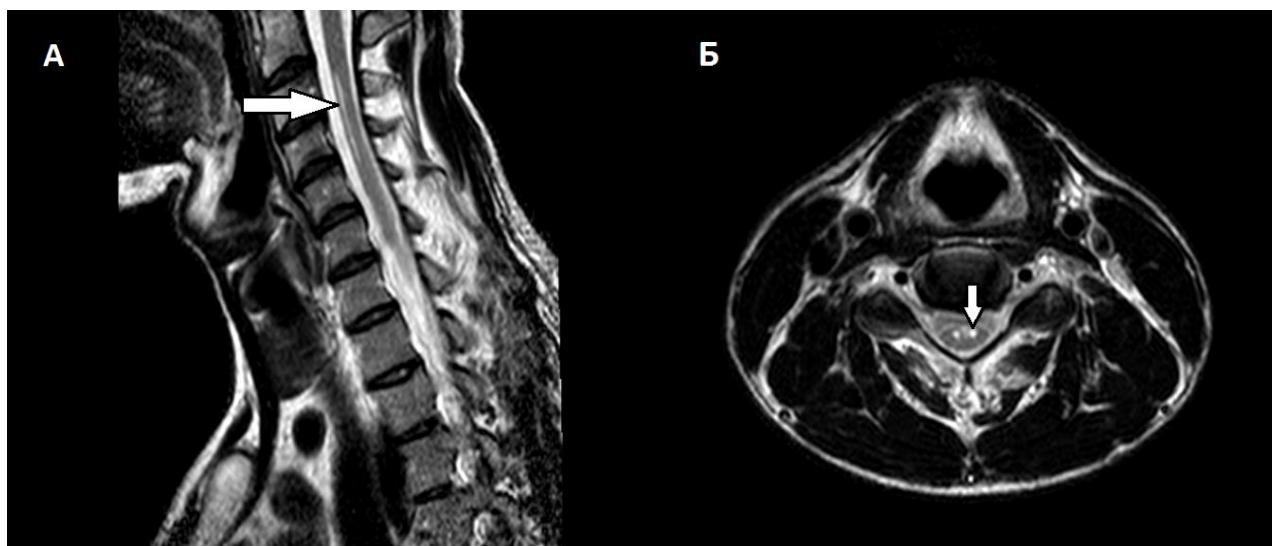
А, Б - МРТ шейного отдела позвоночника и спинного мозга в нейтральной позиции в режиме Т2 у пациента с ЦСА. Интрамедуллярно в передних рогах спинного мозга с обеих сторон на уровне С3-С4 позвонков очаги повышенной интенсивности МР-сигнала в режиме Т2 – симптом «глаз змеи» на аксиальной проекции (Б) и в виде протяженного очага (до 3,5 см) повышенной интенсивности сигнала в режиме Т2 в сагиттальной проекции (А); С - МРТ шейного отдела позвоночника и спинного мозга с функциональной пробой (максимальное сгибание) - данных за сужение дурального мешка и расширения эпидурального пространства не получено, нестабильность в шейном отделе (прилежание только четырех шейных позвонков к касательной прямой, проведенной по задней поверхности тел позвонков с выраженным угловым изгибом на уровне С5-С6)
